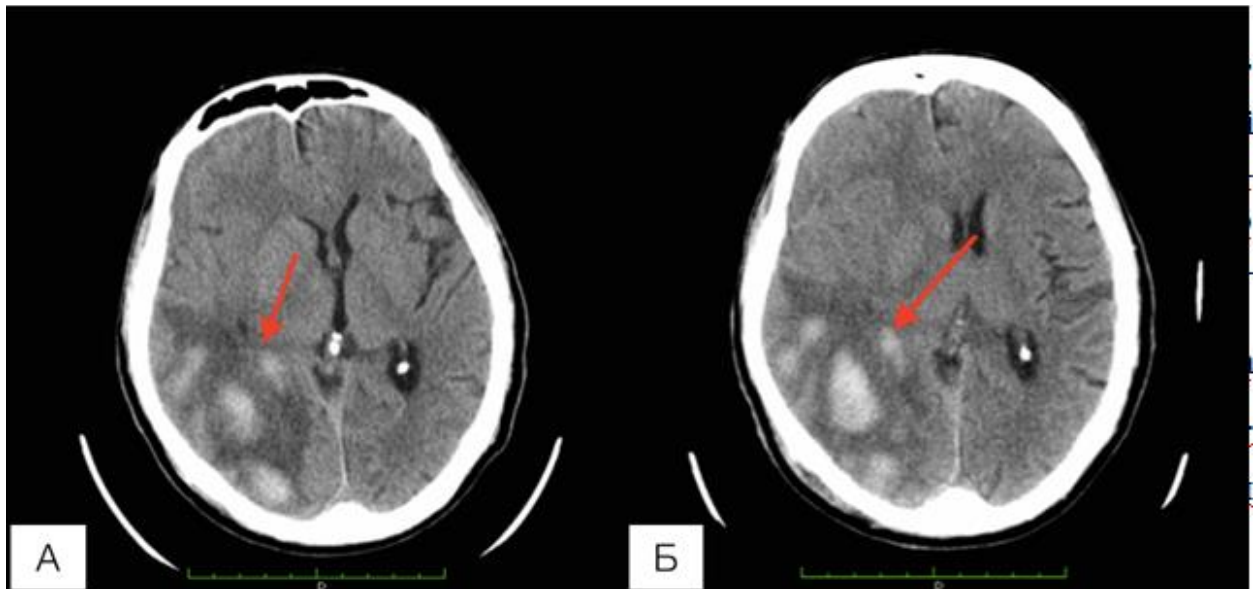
Спостереження №93. КТ хворого Г-ий, 56 років, ЗЧМТ (історія хвороби №24577) через 7 годин після травми демонструє множинні забої лівої скроневої, тім'яної та потиличної долей (стрілка) (А). Контрольна КТ після клінічного погіршення демонструє збільшення геморагічного забою (стрілка) (Б). Хворому проведена медикаментозна терапія з позитивною динамікою.
